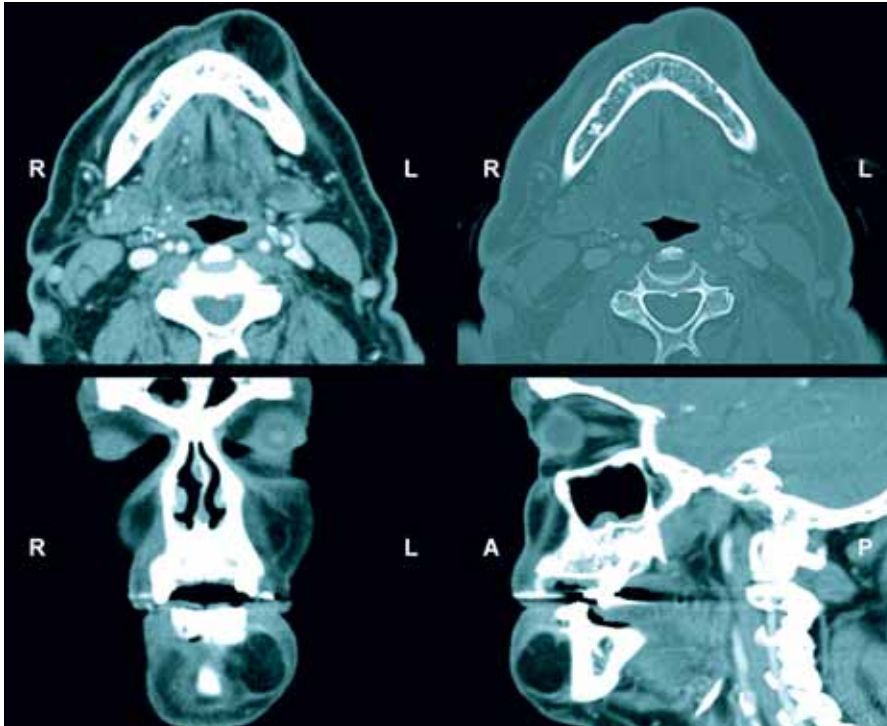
Computertomographie. Es zeigt sich eine zirka 35 x 20 x 25 mm messende, gut abgrenzbare Raumforderung der anterioren Unterkieferbasis anliegend, jedoch ohne Zeichen der Knochenarrosion. Die isodense Raumforderung ließ sich mit einer Dichte von -89 Hounsfield-Einheiten einem Lipom zuordnen.
